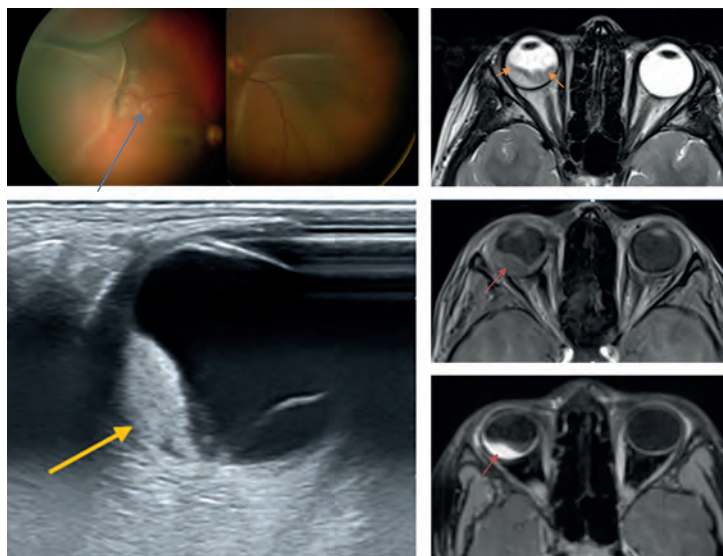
ДГХ, девочка Е., 8 лет: а – широкоугольное фото глазного дна правого глаза. Экссудативная отслойка сетчатки, кнаружи-кверху от макулы располагается ДГХ (указана стрелкой), проницающая в стекловидную полость; б – МРТ, T2-VI tra, в правом глазу отмечается отслоенная сетчатка гипointенсивного сигнала (указано стрелками); в – МРТ, T1-VI tra, пре-контрастное, под сетчаткой объемное образование, интенсивно накапливающее контрастный препарат (указано стрелкой); г – МРТ, T1-VI tra, постконтрастное; д – УЗИ, вдоль наружной полуокружности, исходя из сосудистой оболочки ОД, определяются опухолевые ткани (указаны стрелкой), достаточно однородные, без дополнительных включений, размерами 6,8 × 15,8 мм. Прилежащая сетчатка V-образно отслоена до 5,5 мм
